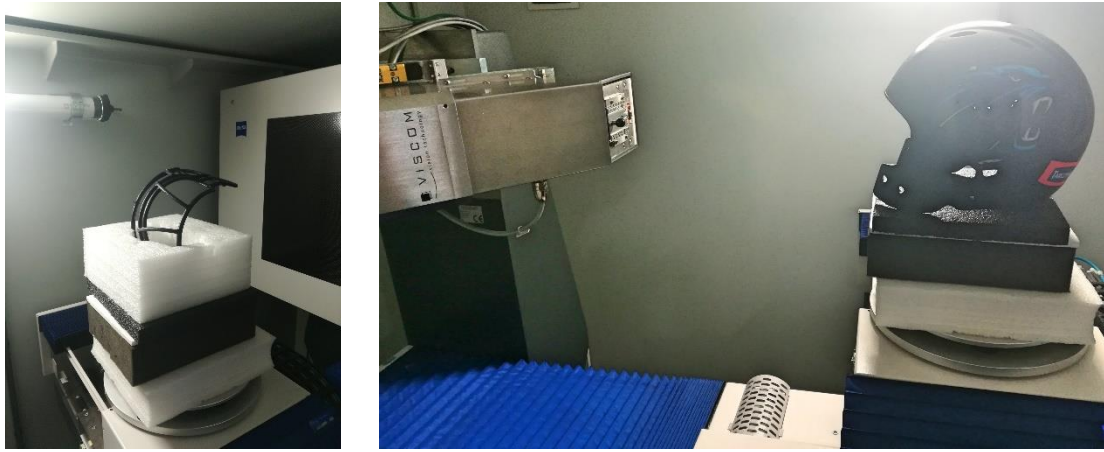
Setup of the elements inside the Zeiss tomograph
